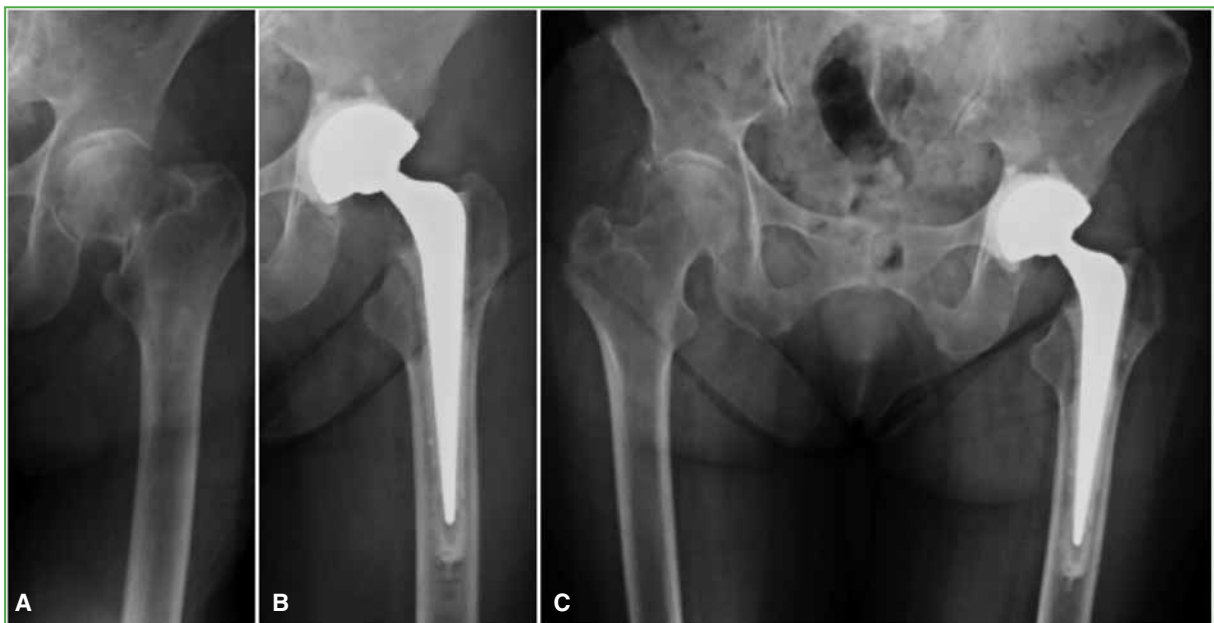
Radiografía anteroposterior de cadera izquierda. A. Se observa una alteración de la forma compatible con fractura medial. B. Reconstrucción con prótesis cementada total, con cotilo de doble movilidad. C. Evolución a los 12 meses.
